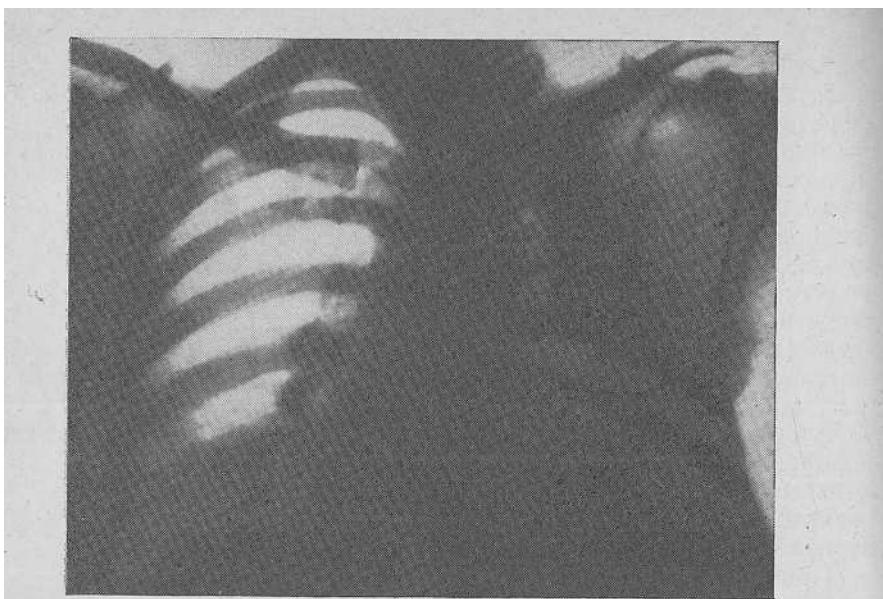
Тотальная торакопластика слева. Рентгенограмма.
